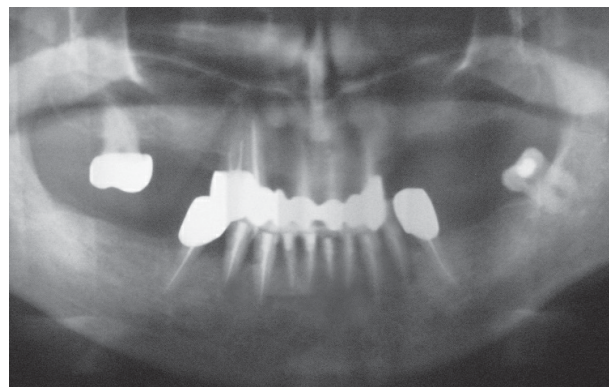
Через 1 год после лечения. Панорамная рентгенография – уплотнение костной ткани альвеолярного отростка, отсутствие костных карманов
